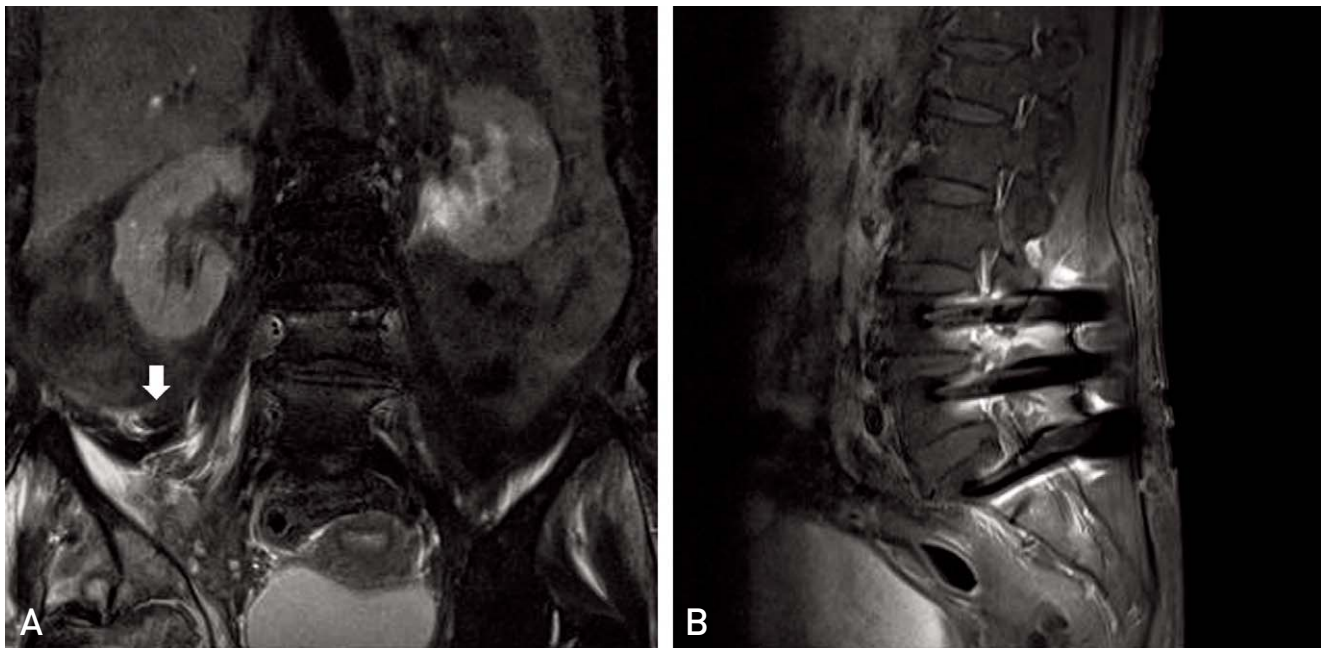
(A) MRI shows right iliopsoas muscle infection. (B) MRI shows infectious finding in the previous spine operation site.
